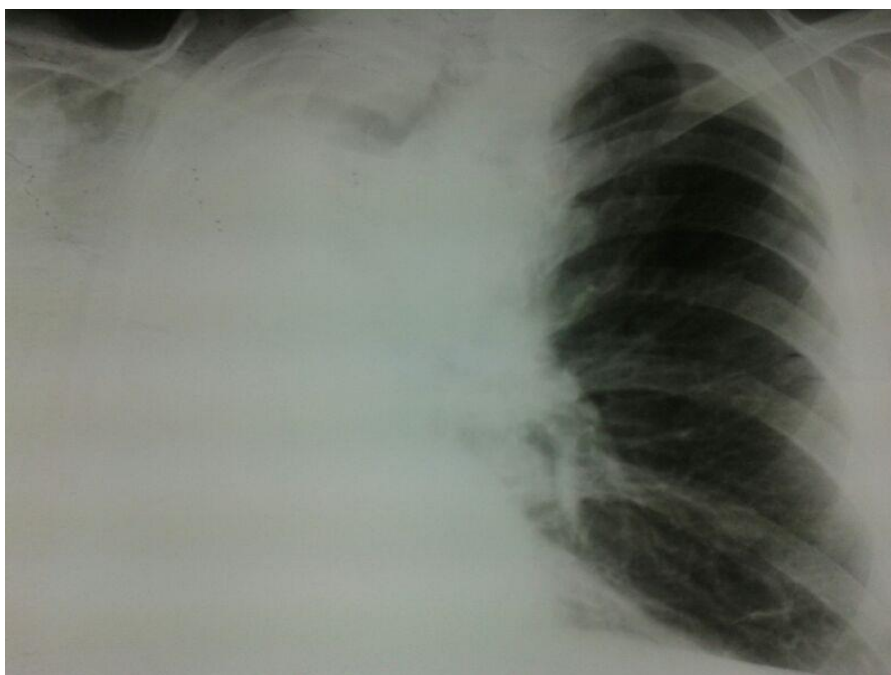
Обзорная рентгенограмма больного Ш. – 65 лет (после пульмонэктомии через 2 года). Диагноз: центральный рак левого легкого T3N2M0, III-6 St. Состояние после комбинированной терапии.
